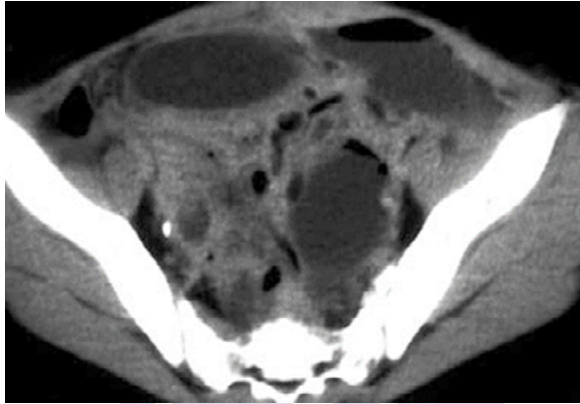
TC sin contraste de abscesos intraperitoneales tras una apendicitis perforada, demuestra múltiples colecciones de líquido interasas. Fuente: Sivit CJ., *Pediatr Radiol*, 2004;34(6):447-53. Reproducida bajo licencia de Springer Nature.
